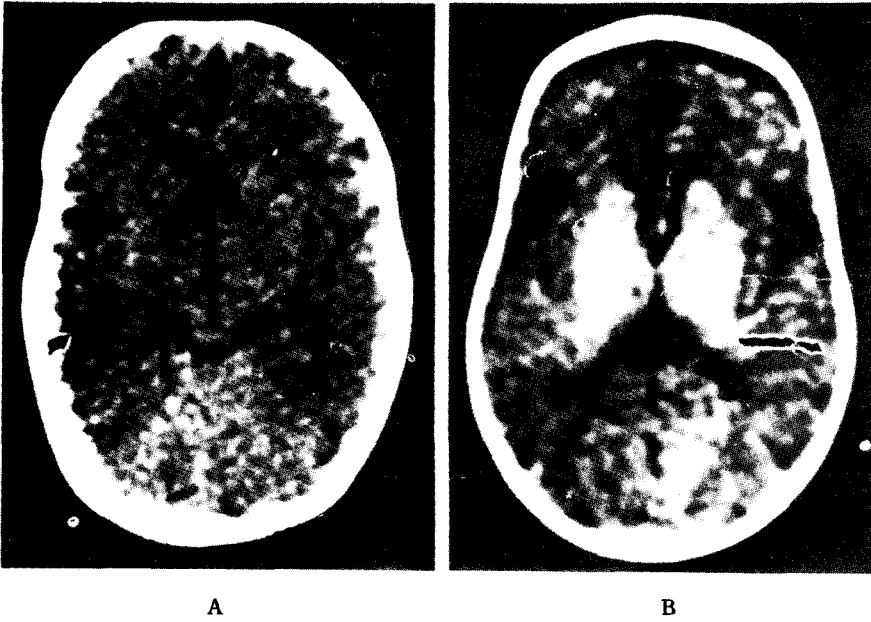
생후 7 주의 幼兒의 CT (A)와 NMR (NMR 영상에서만 백질을 뇌의 중앙부에서 관측할 수 있다)
